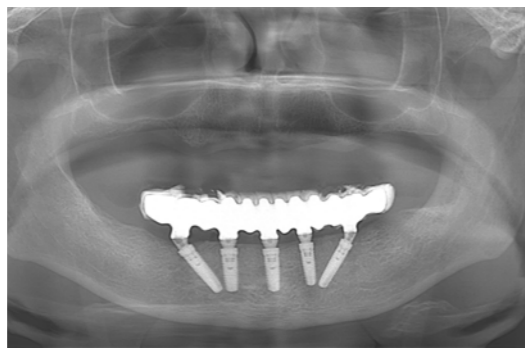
Das Röntgenkontrollbild mit der definitiv eingesetzten Versorgung 14 Tage nach OP.
